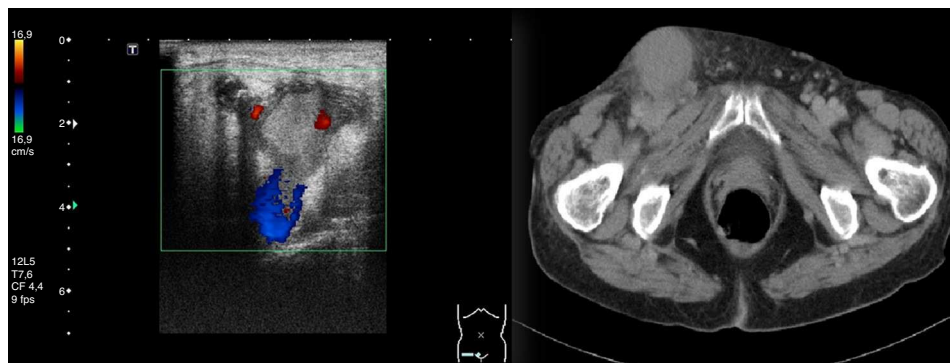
A) Ecodoppler que muestra aneurisma venoso femoral en relación con hematoma agudo. B) TAC que confirma aneurisma venoso roto en unión safenofemoral.
